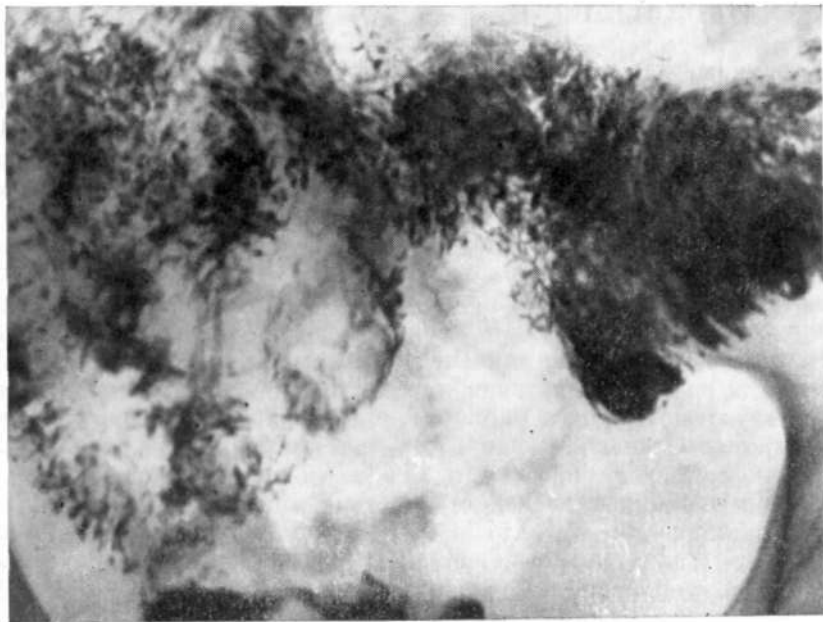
Рентгенограмма тощей кишки. В дистальных петлях определяется дефект рельефа округлой формы с изъязвлением в центре. Складки слизистой оболочки растянуты и сглажены — лейомиома.
